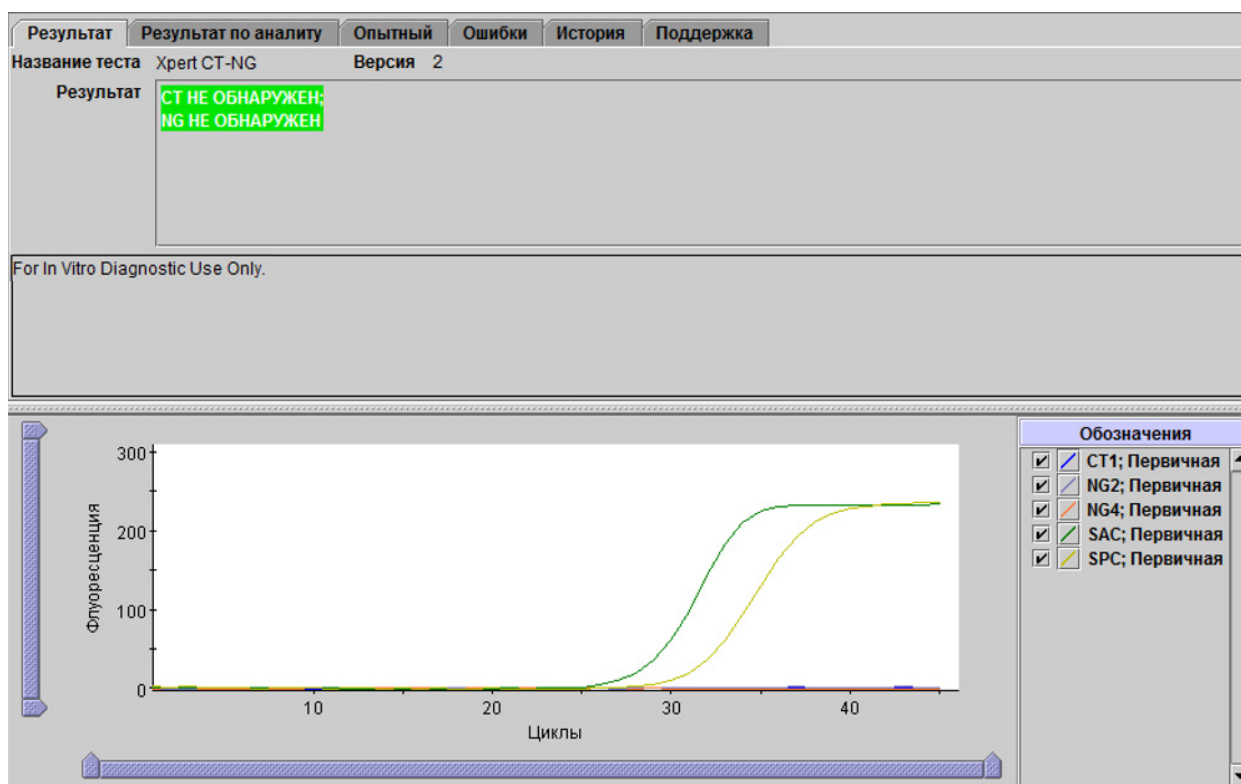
Xpert CT\_NG — CT не выявлений і NG не выявлений
